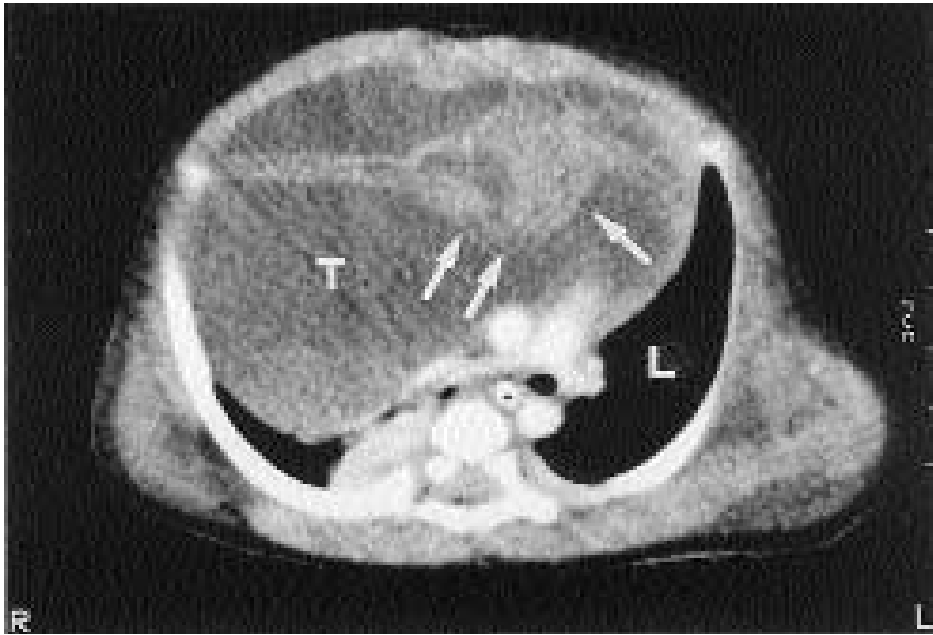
TDM réalisée avant la résection de la tumeur, révèle une grosse tumeur kystique hétérogène, principalement la densité des tissus du mou. Foyers de parties solides et d'une cloison épaisse étaient situés dans la partie antérieure de la tumeur (flèches). T, Tumeur, L, poumon.[77]
